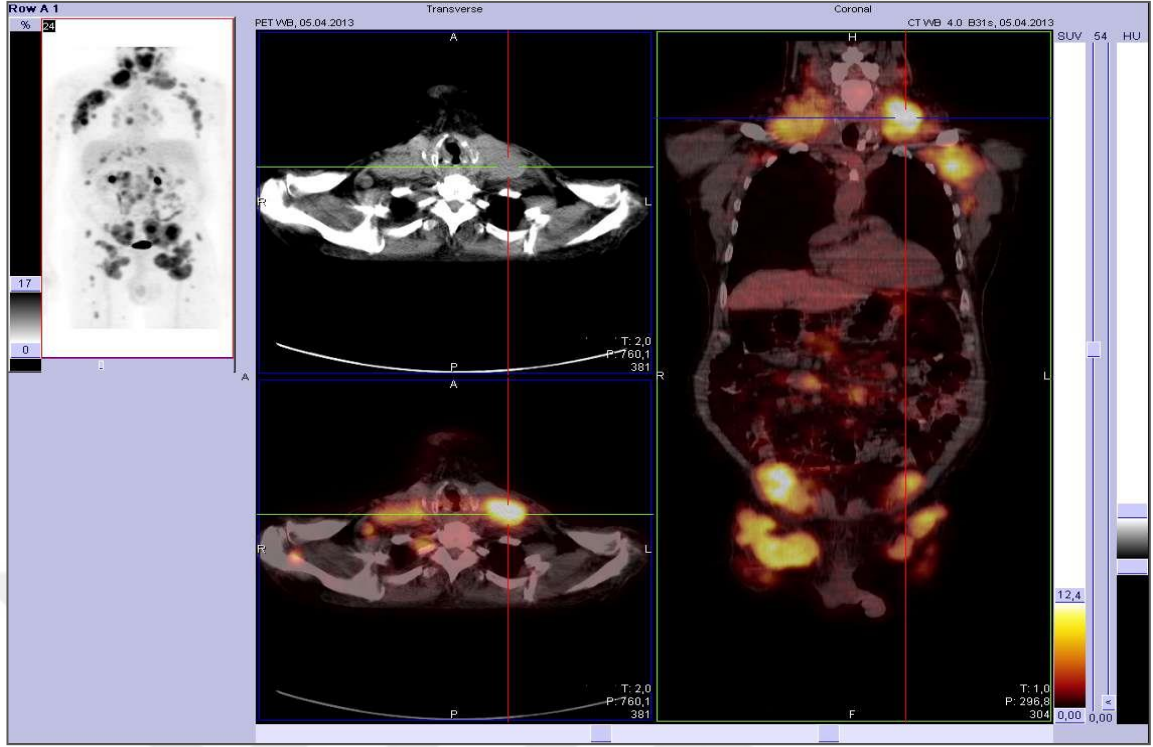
Küçük Lenfositik Lenfoma PET/CT görüntüsü
